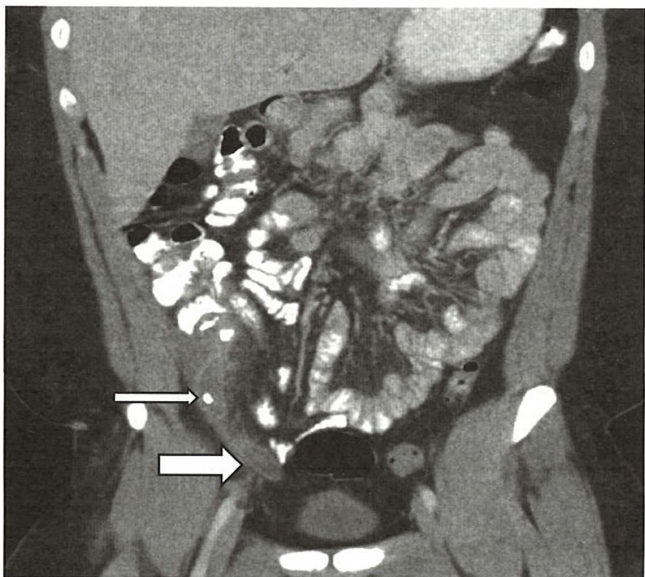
Imagine CT care arată un apendice destins cu o îngroșare a peretelui la vârf (săgeata mare) și un fecalit în lumenul apendicular (săgeata mică).
